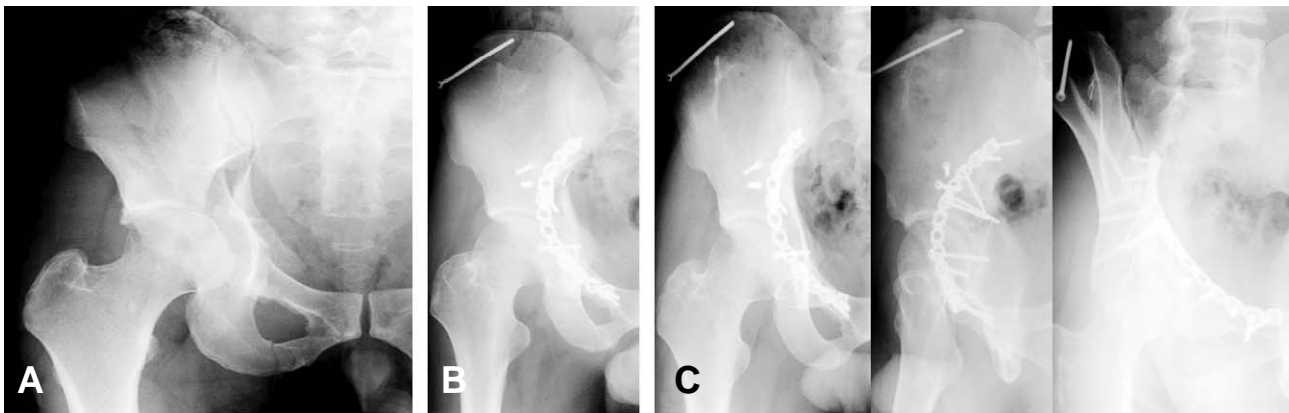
(A) Preoperative radiograph of 36-year-old male shows disruption of iliopectineal and ilioischial line. (B) Postoperative radiograph shows an anatomical reduction of the both column fracture with plate and screws. (C) Radiograph obtained 5 years after surgery shows congruent and stable hip joint.
